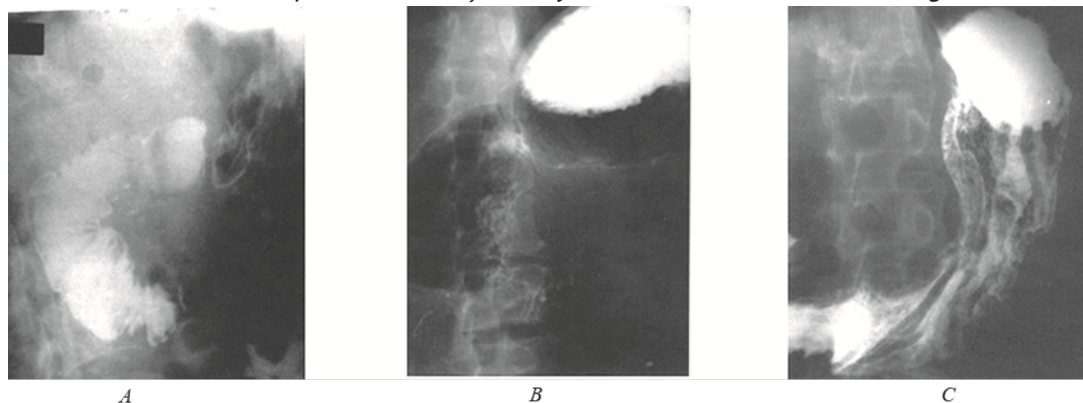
Radiografia stomacului și duodenului cu masă baritată în caz de tumori corporo-caudale pancreatice:
